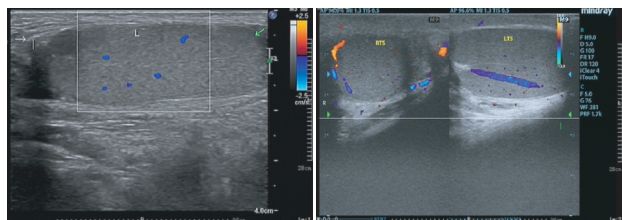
超声于左侧腹股沟区探及类似睾丸样回声 图 2 行手法复位后, 超声于双侧阴囊内探及正常睾丸回声
